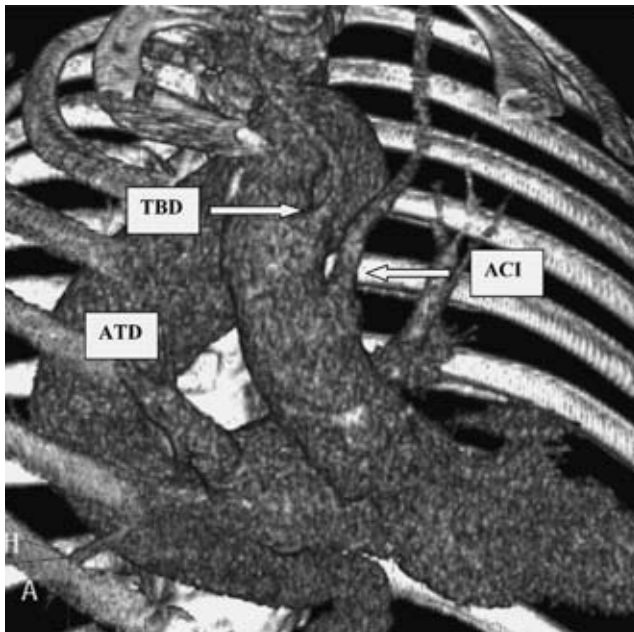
Tomografía axial computarizada tridimensional que muestra una dilatación aneurismática del tercio distal del arco aórtico derecho y de la totalidad de la ATD; esta última está situada a la derecha de la columna vertebral y presenta una elongación hacia la izquierda en el istmo aórtico y distalmente a nivel del hiato diafragmático. ACI: arteria carótida izquierda; TBD: tronco braquiocefálico derecho; ATD: aorta torácica descendente.
